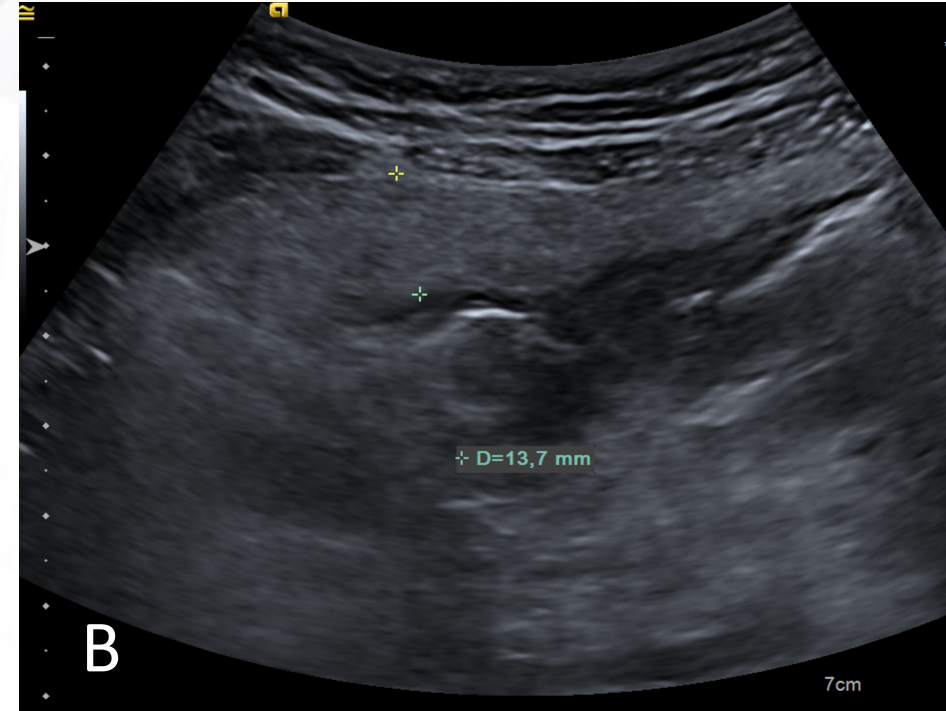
Paciente de 26 años que acude a urgencias por diarrea y dolor abdominal de una semana de evolución, sin mejoría, asociado a náuseas, vómitos y febrícula. A la exploración presenta dolor en fosa ilíaca derecha. Analítica: PCR 170 mg/L y trombocitosis.A) Ecografía abdominal: moderada cantidad de líquido ascítico de etiología inespecífica B) Ecografía de control al día siguiente, previa a punción-aspiración diagnóstica: engrosamiento difuso del ciego y colon ascendente (hasta 13 mm), con flemón ecogénico adyacente y líquido libre en pelvis. No se identifica el apéndice.
